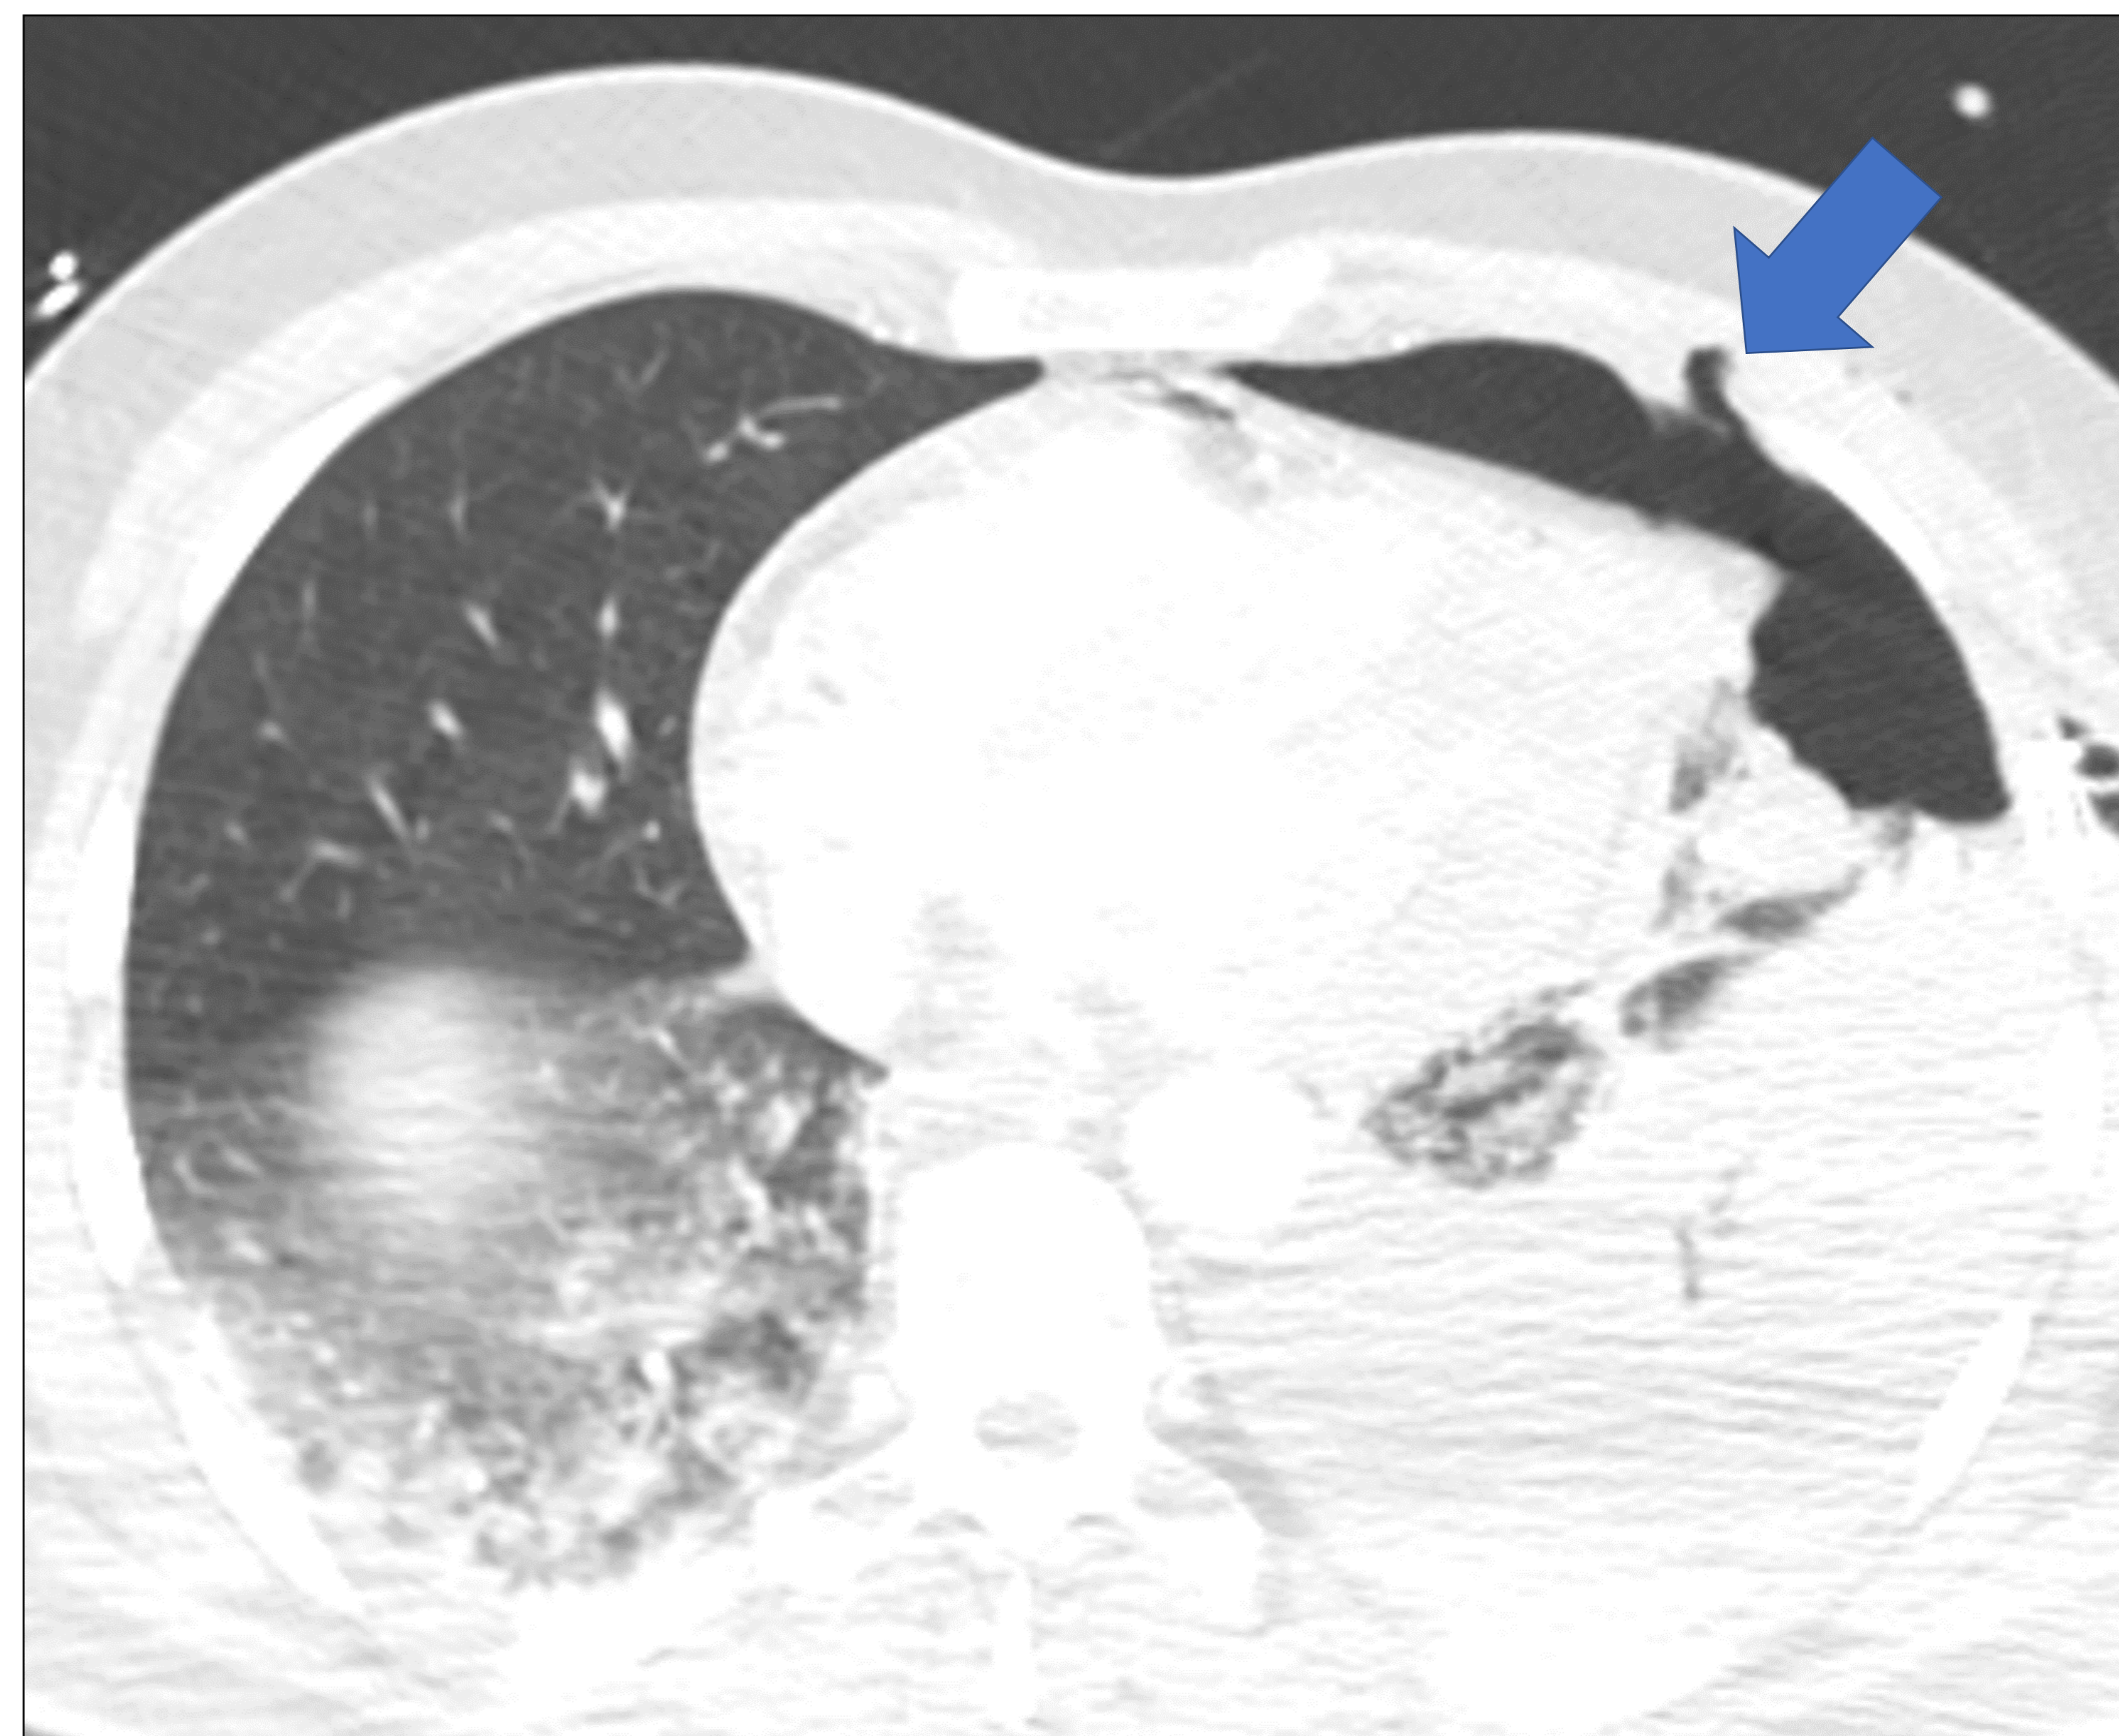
TC torácico realizado con contraste yodado i.v. Neumotórax abierto con lesión penetrante en la pared torácica anterior izquierda por arma blanca (flecha)
